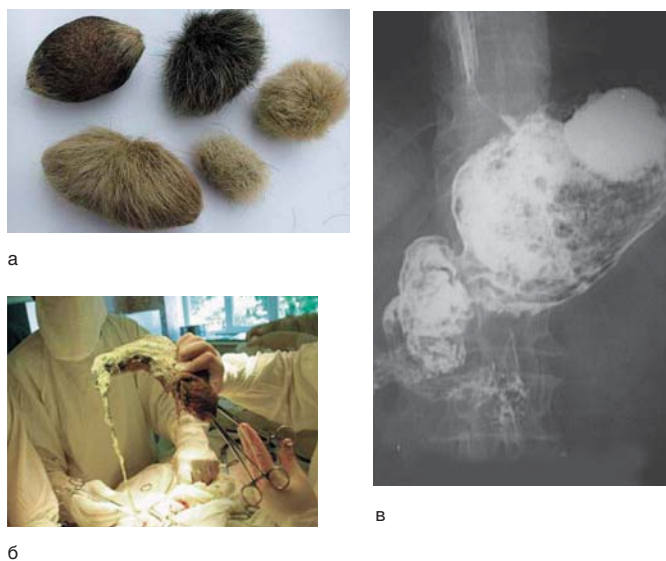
Безоары желудка и ДПК: а — безоары эмбрионального происхождения; б — этап операции: выведение трихобезоара из желудка; в — рентгеноконтрастное исследование: безоар в желудке
